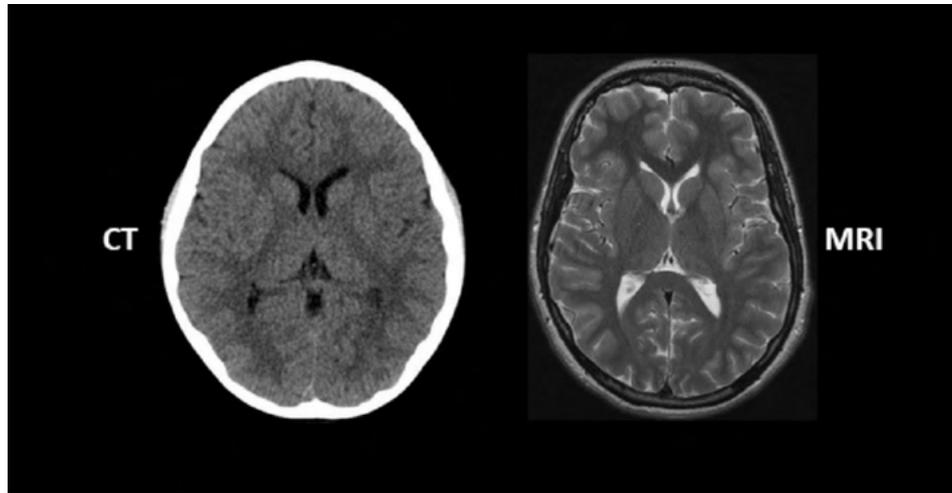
Différence entre le CT et l'IRM, <https://www.omegapds.com/comparing-mri-and-ct-scan/>
